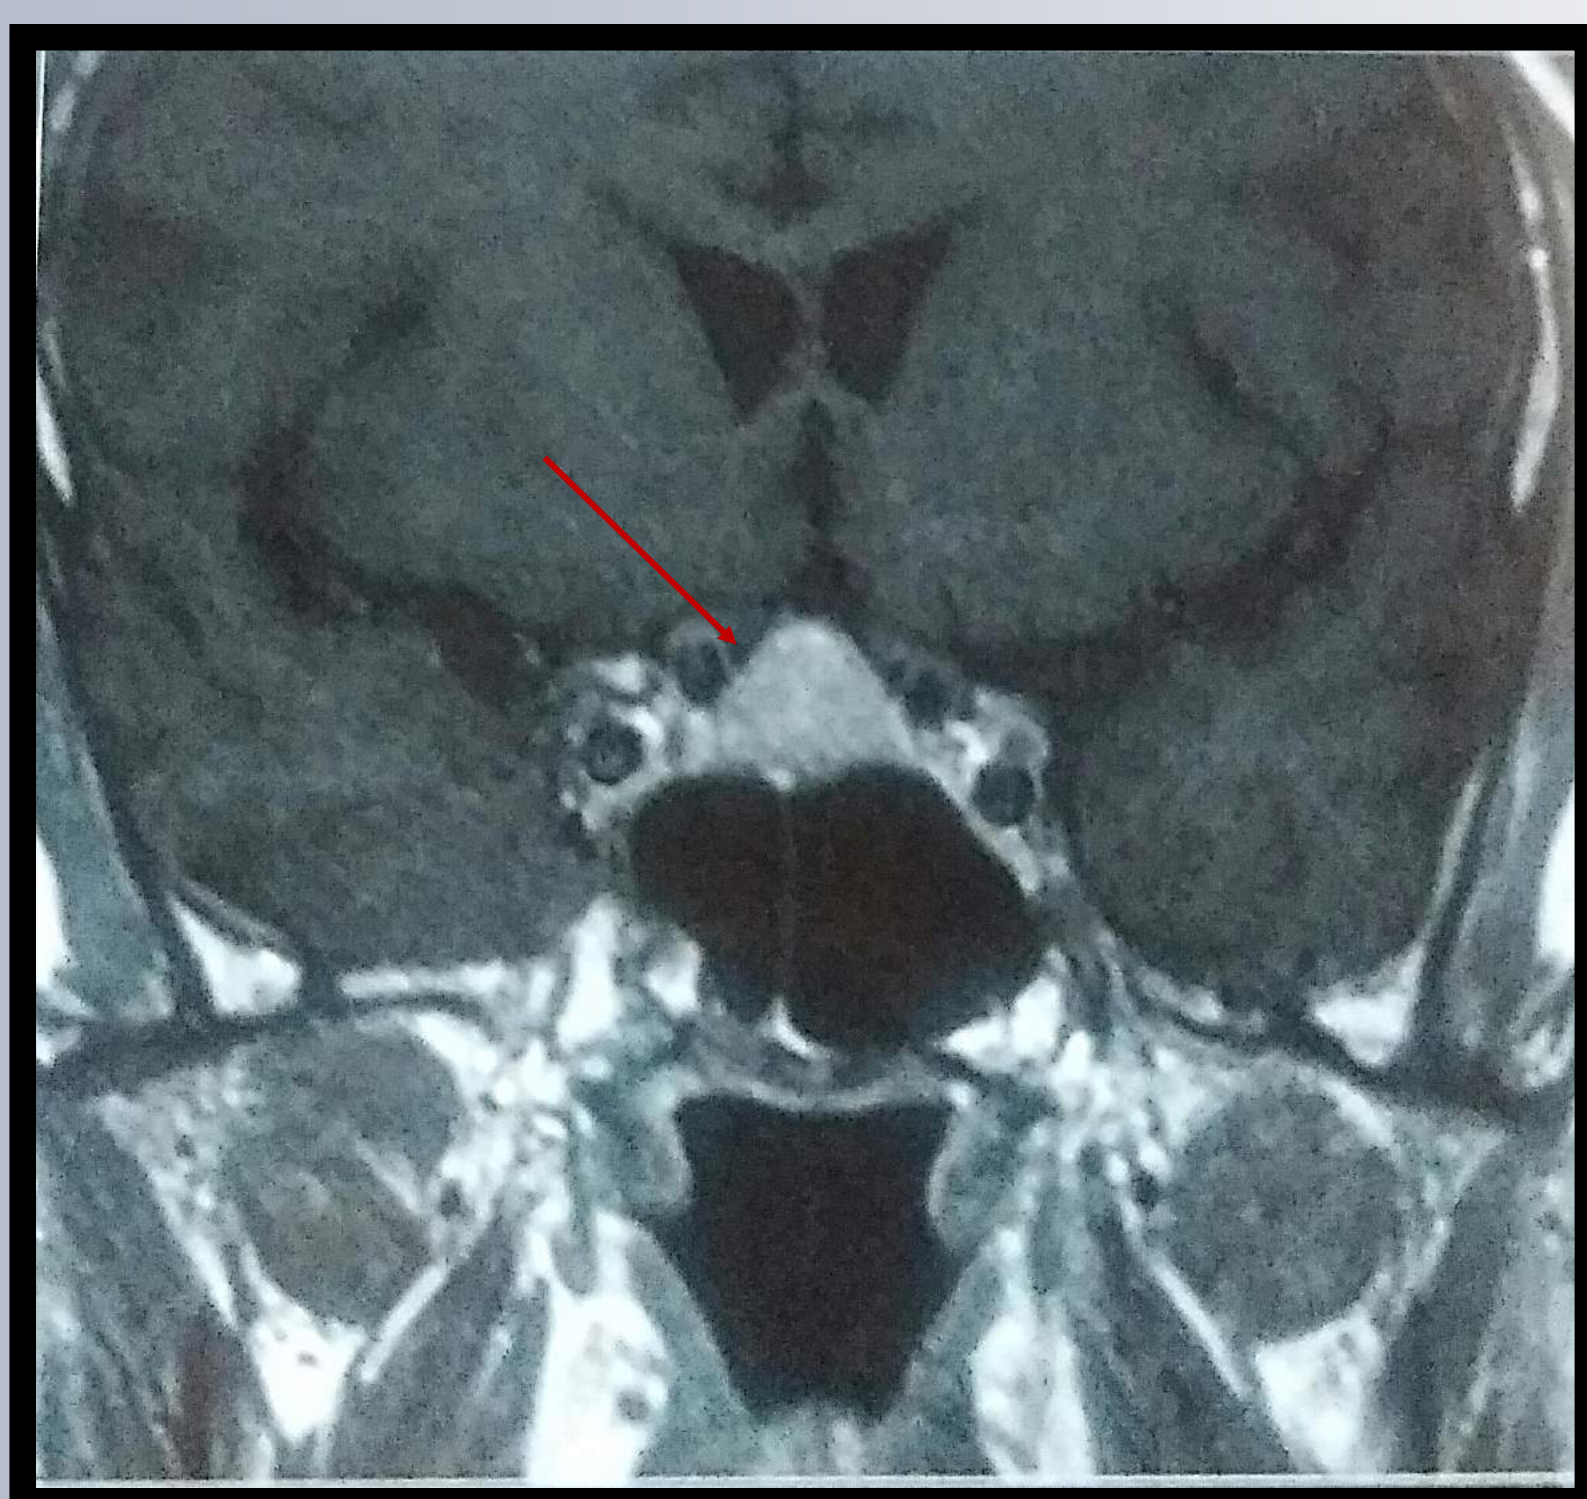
IRM hypophysaire en Mode T1
